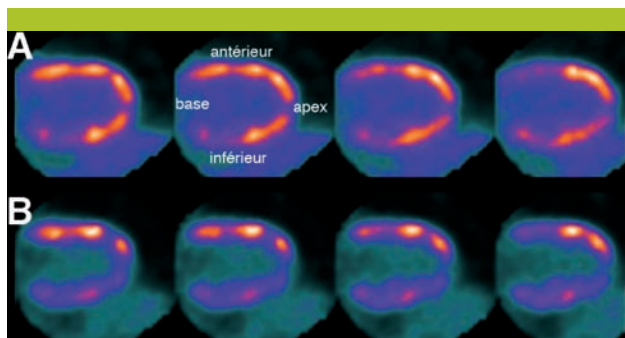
PET cardiaque au F-18-fluorodéoxyglucose à la recherche d'une sarcoïdose
